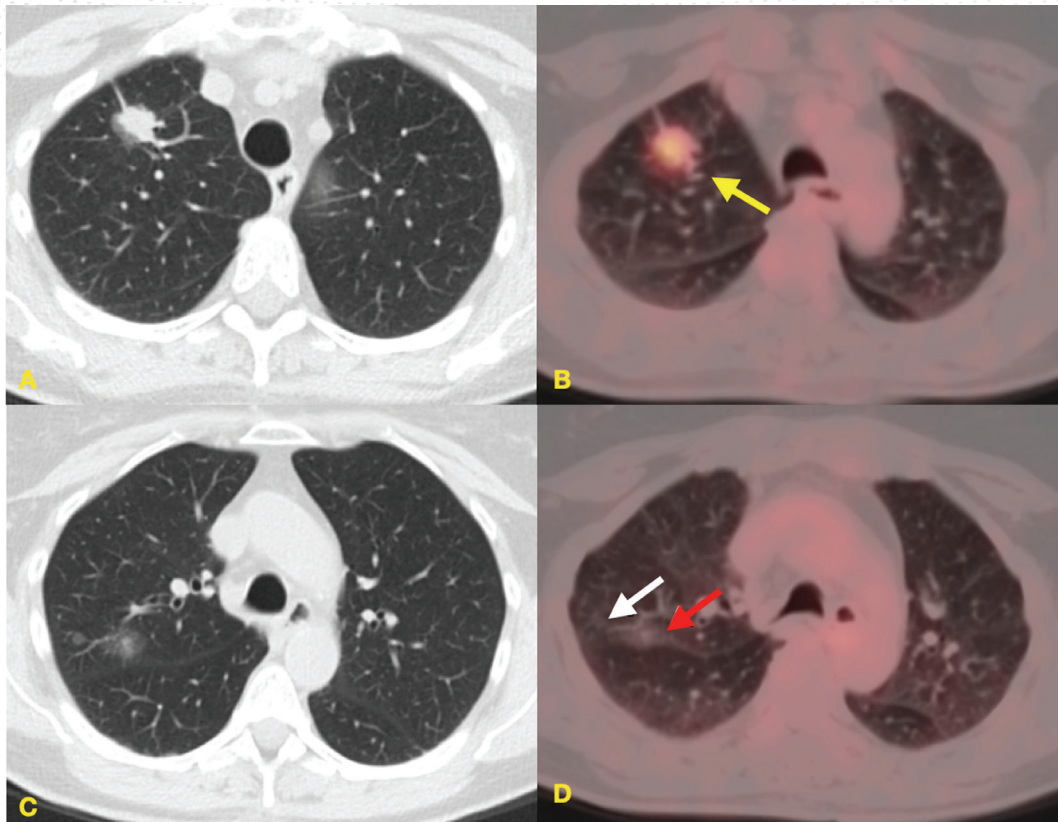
A e B - imagens no plano axial de TC de tórax em expiração e da fusão do PET-CT FDG, respectivamente, mostrando lesão parcialmente sólida e hipermetabólica (seta amarela), com componente sólido medindo 2,0 cm no maior diâmetro, no lobo superior do pulmão direito compatível com adenocarcinoma invasivo.
